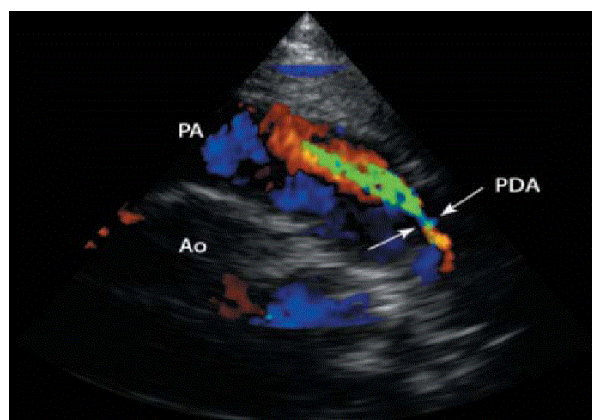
Farbdoppler ähnlicher Einstellung wie Abb. 3; parasternale kurze Achse in Höhe des Pulmonalarterienstammes (PA). Darstellung eines auf die PA-Klappe gerichteten retrograden Flusses in der PA (rot/grün) über einen PDA (Pfeile) (51)
